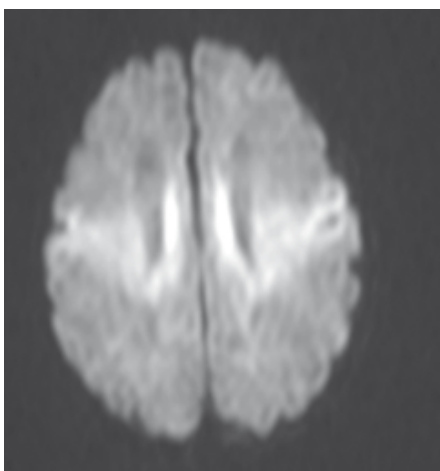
(A und B): Klassisches MRI eines Neugeborenen mit einer mittelschweren Enzephalopathie, 80 Stunden nach dem asphyktischen Ereignis. Diffusionsbilder mit hyperintensiven Zonen: Motorischer Kortex beidseits (A), Pallidum, Thalamus und Corpus callosum (B), die im Alter von 10 Tagen mit der konventionellen Technik bestätigt wurden. Das Kind leidet im Alter von 3½ Jahren an einer schweren spastischen Cerebralparese. Das Kind wurde vor Einführung der Hypothermiebehandlung geboren.
